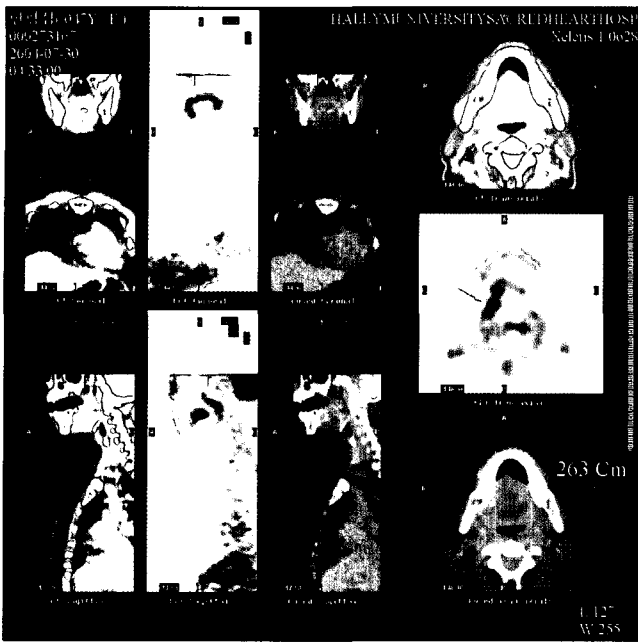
PET/CT scans. An area of mild increased FDG uptake is noted in the right lateral border of tongue. No abnormal FDG uptake in the lymph node bearing area of bilateral necks.
